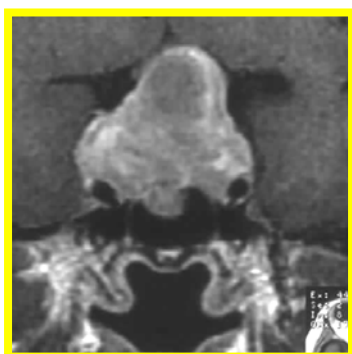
Крупная аденома гипофиза на МРТ.
